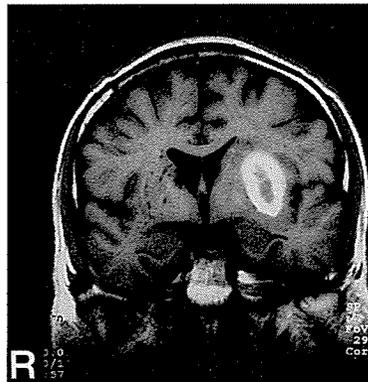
左被殻出血の62歳男性（右利き）のMRI（T1強調画像）
